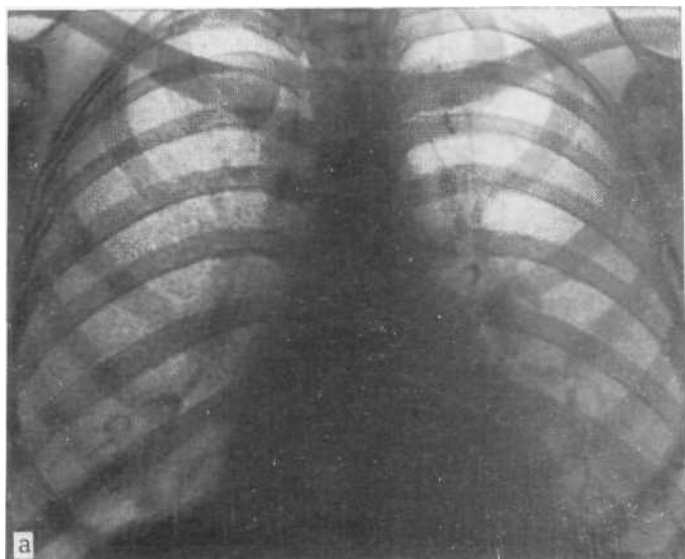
Обзорная рентгенограмма. Избыточный деформированный легочный рисунок. Гистиоцитоз X. Биопсия легкого.
